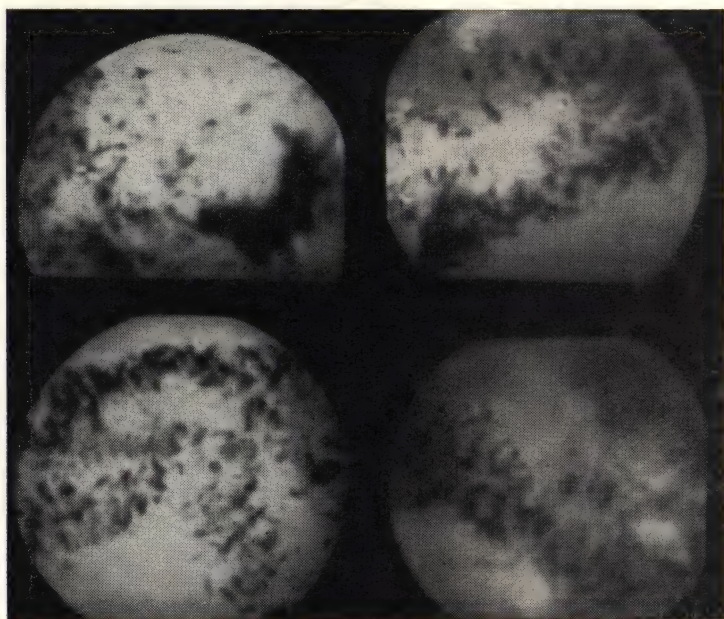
Разнообразие нормального рельефа слизистой тонкой кишки (рентгенограмма).
